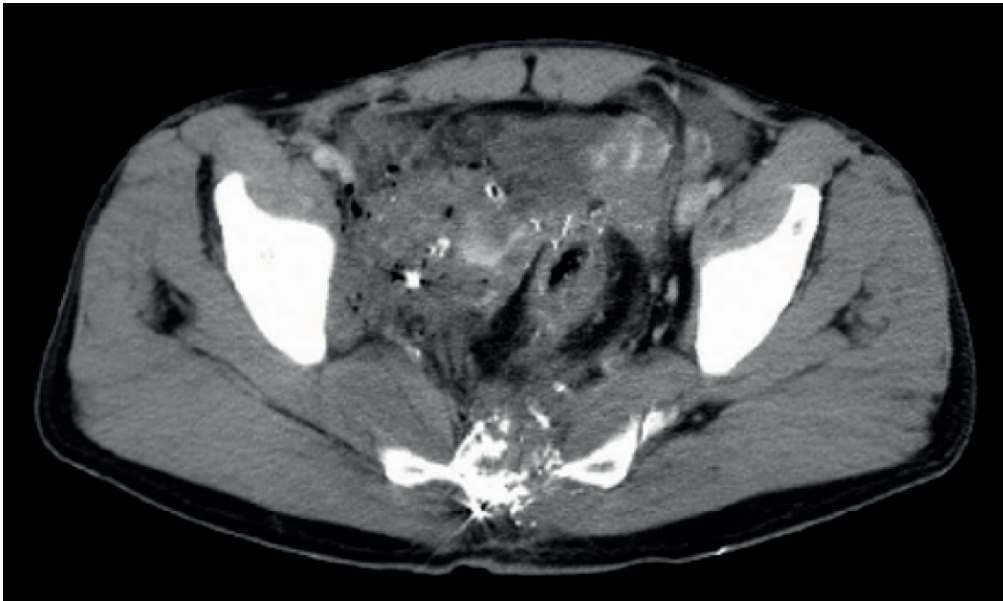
Tomografía Axial Computarizada de la Pelvis Superior. Se evidencia fractura del sacro en varios fragmentos, engrosamiento de la pared rectal, aire pararrectal y líquido libre en la cavidad, en un paciente con lesión rectal intraperitoneal secundaria a una herida por proyectil de arma de fuego de alta velocidad en el cuadrante superior del glúteo izquierdo.
